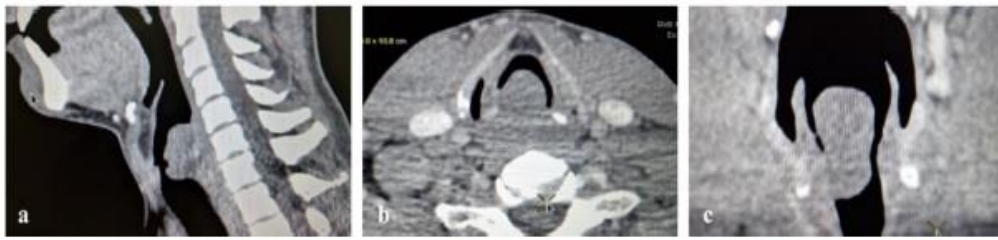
Computed tomography image of laryngeal schwannoma. (a) Sagittal view; (b) axial view; (c) coronal view.
